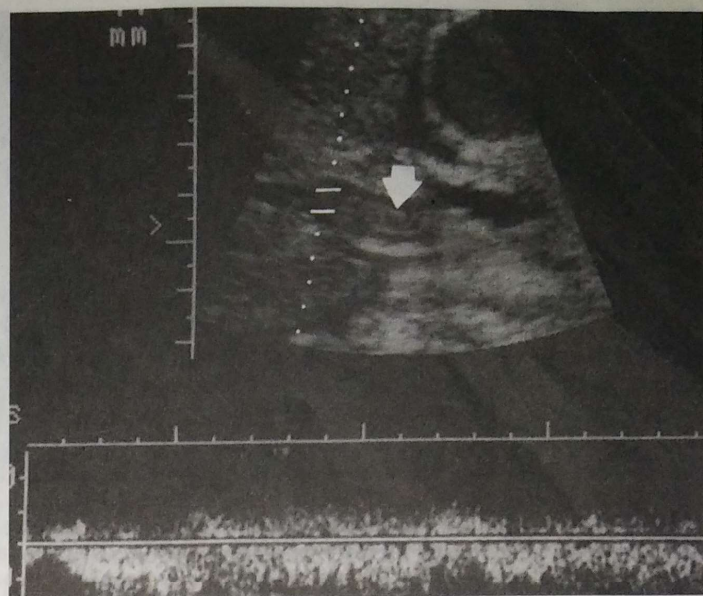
Trombo en la vena porta evidente en una ultrasonografía Doppler de onda pulsátil. Un trombo ecógeno (*flecha*) se encuentra en la luz de la vena porta. El registro Doppler indica flujo dentro de la vena porta.
